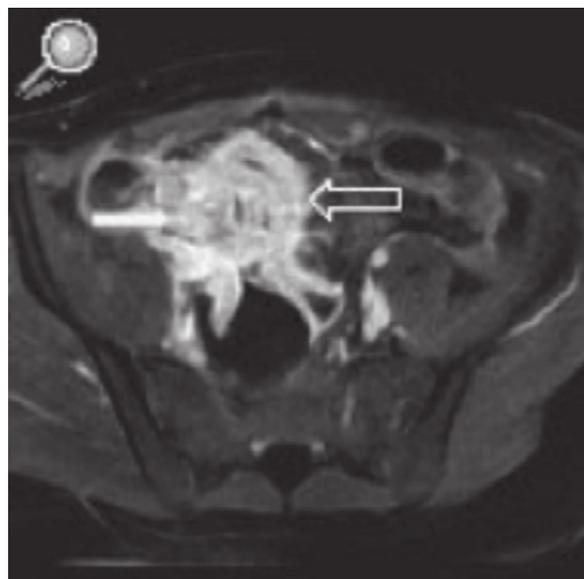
Enterografía TC de Absceso en Enfermedad de Crohn.
